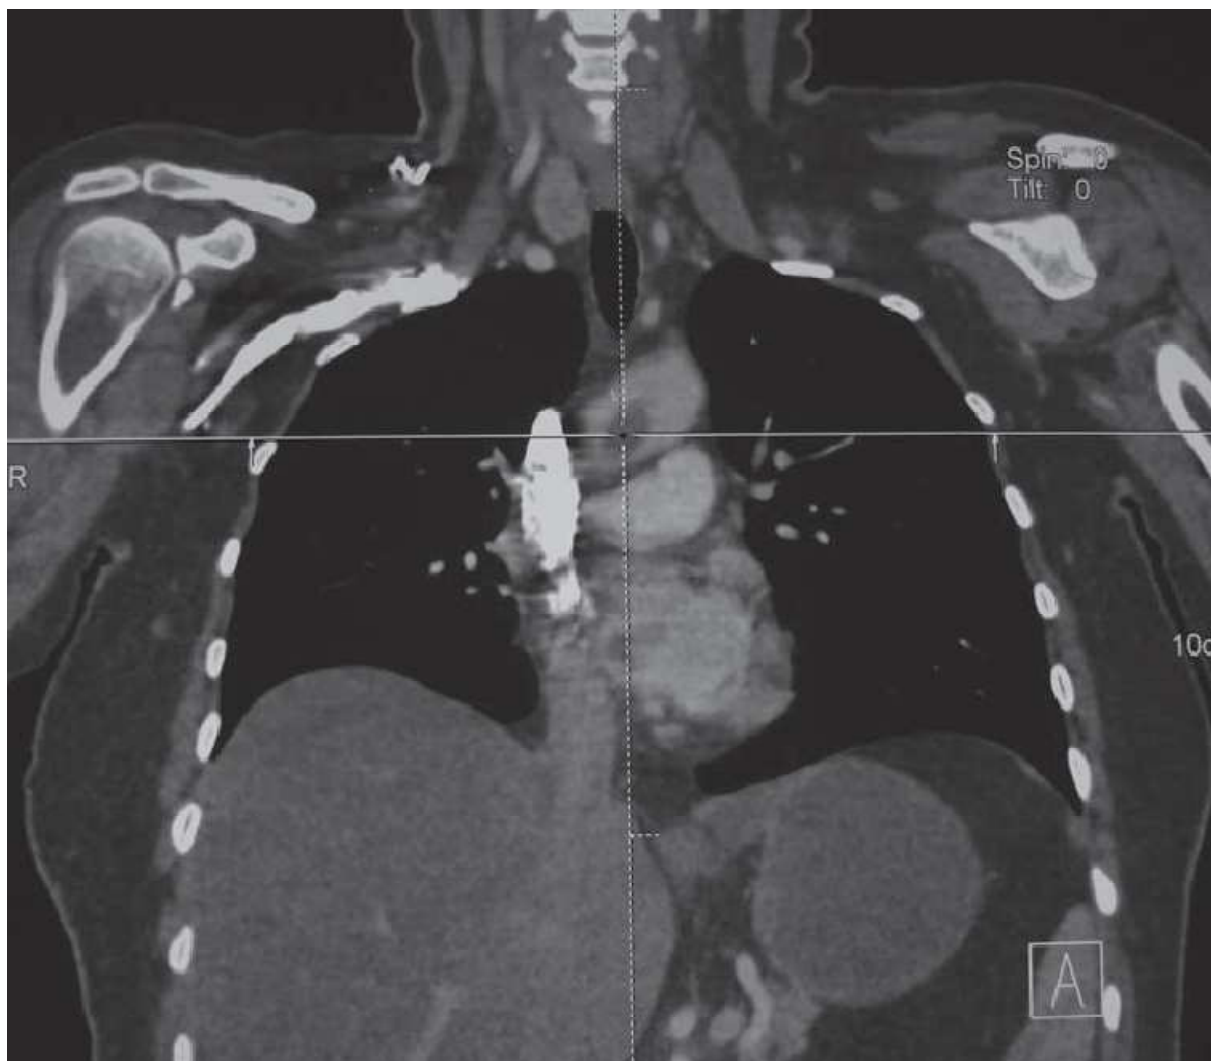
Angio-TDM avec reconstruction sagittale montrant un thrombus flottant de la crosse de l'aorte.
